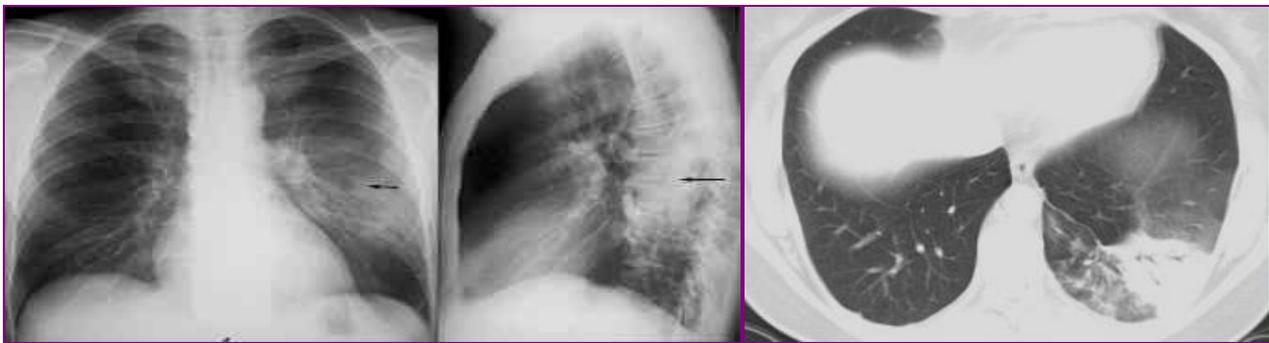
На обзорном рентгенограмме и КТ органов грудной клетки больного К. 65 лет. В проекции сегмента S6 левого легкого – пневмонический фазе.
